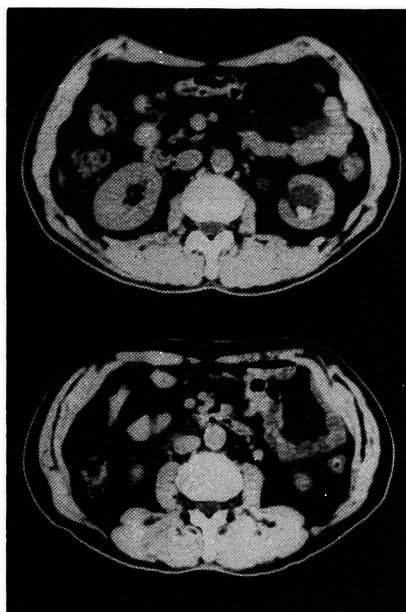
CT before ESWL; The high density shadows which indicate calculi are seen in left lower calyx and upper ureter.
